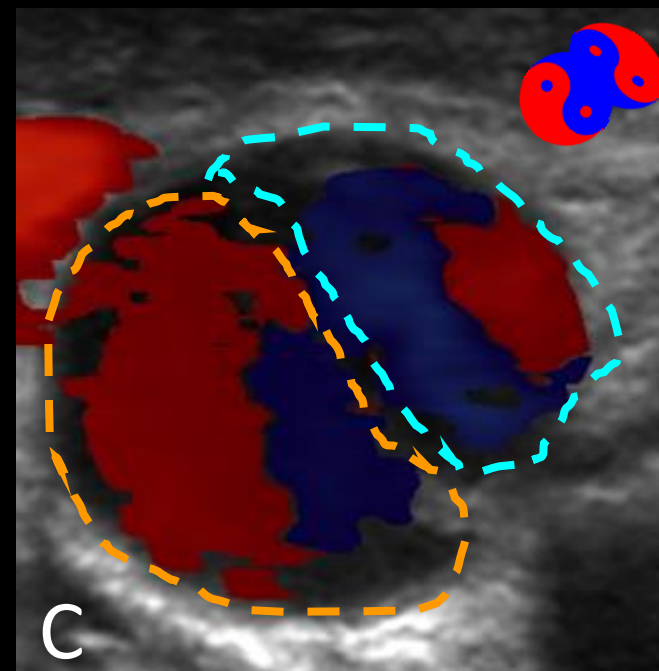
Sinal do DUPLO Yin-Yang ao estudo de Ultrassonografia Doppler apresentado nesse trabalho. Fonte: arquivo pessoal.
